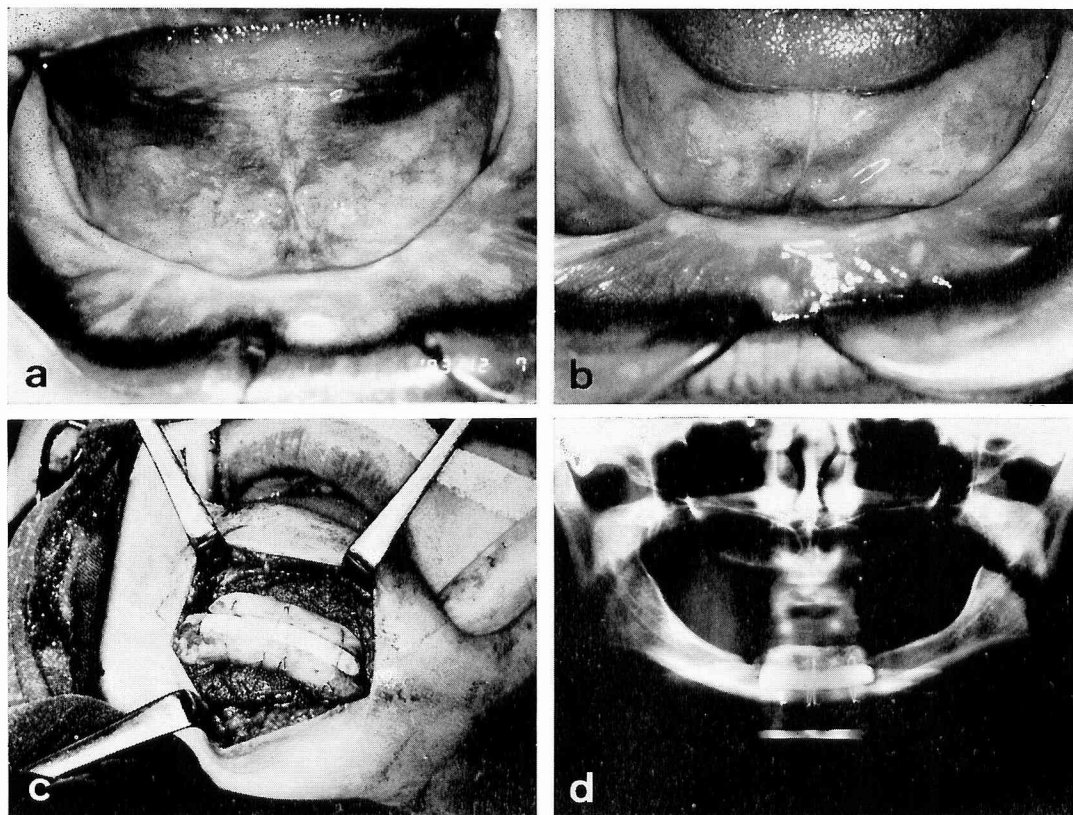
a: 症例 No. 2 の術前口腔内所見。顎堤の吸収が著しく平坦である。 b: 術後1年7カ月の口腔内所見。改善された下顎前歯部の顎堤形態はよく保たれている。 c: 術中所見。下顎前歯部骨間に挿入された HAP (サンドウィッチ方式)。 d: 術後1年7カ月のX線像。
